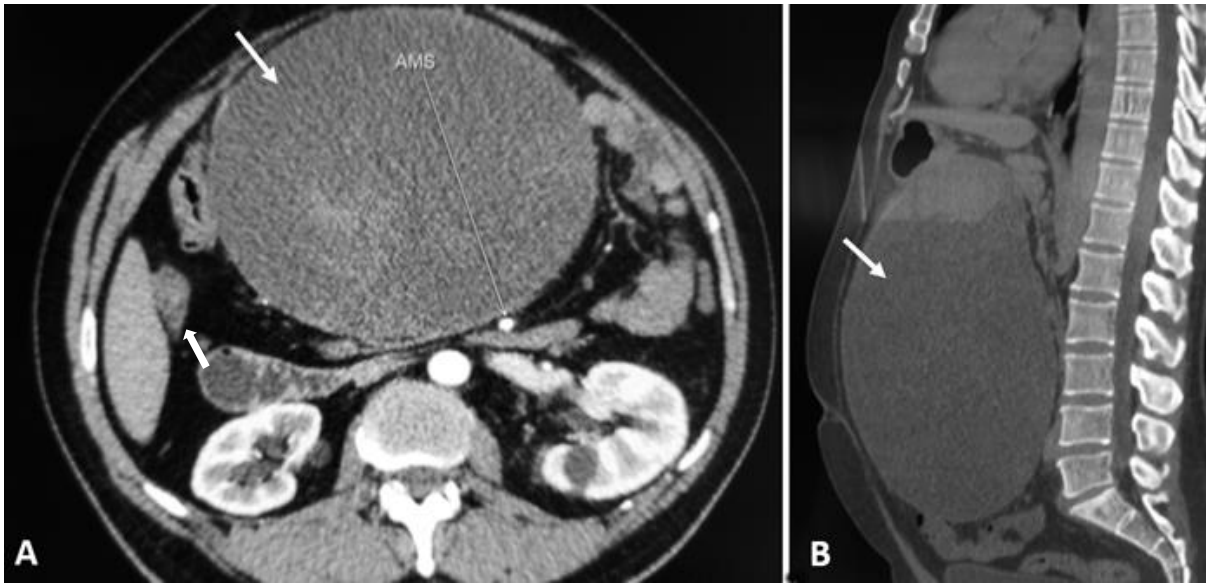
Figure 1 : Une coupe axiale (A) et une coupe sagittale (B) de la TDM Abdominale objectivant une masse abdominale kystique faisant 30 cm de grand axe d'allure hétérogène ne prenant pas le contraste.
